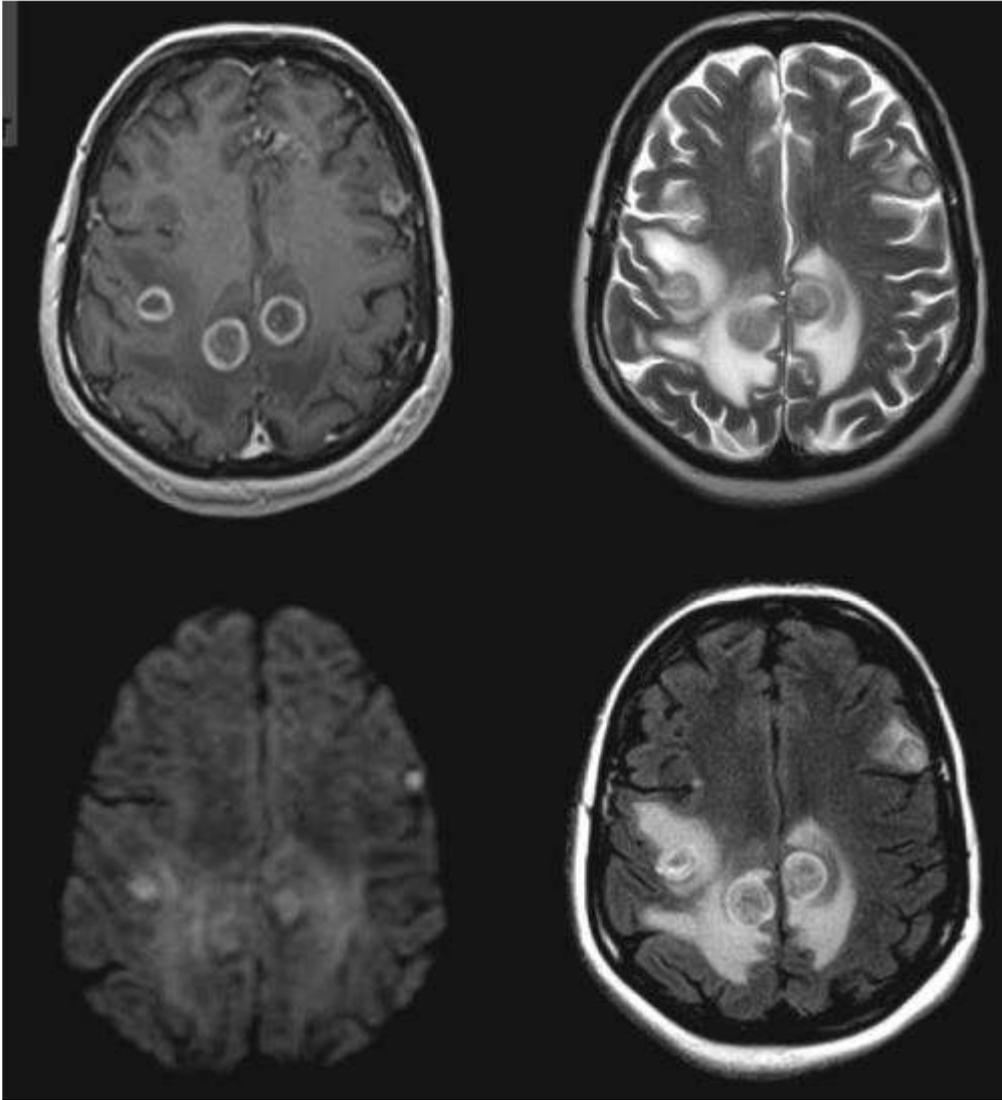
IRM, en coupes transversales objectivant un abcès cérébral dans le lobe occipital droit [4]. .
